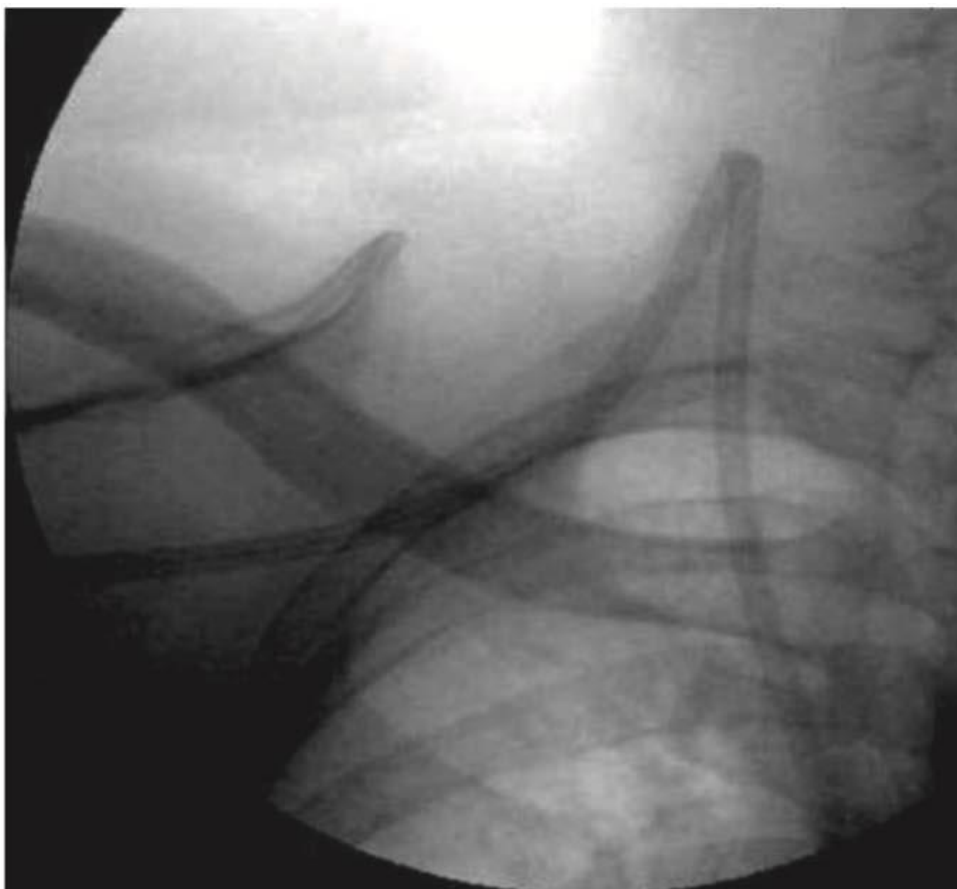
Radiographie montrant une coudure du cathéter [49].
